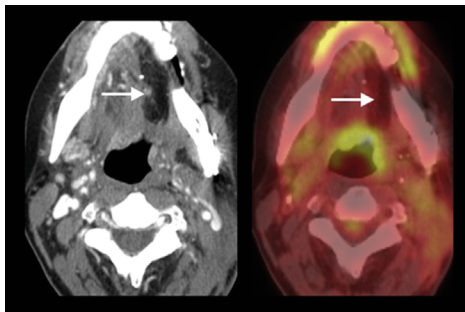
Категория NI-RADS 1: плоскоклеточный рак ротовой полости, состояние после глоссэктомии, мандибулоэктомии с реконструкцией свободным малоберцовым лоскутом и селективной шейной диссекцией. Первичная ПЭТ/КТ с КУ через 12 недель после комбинированного лечения, минимальное накопление FDG в ткани языка.
